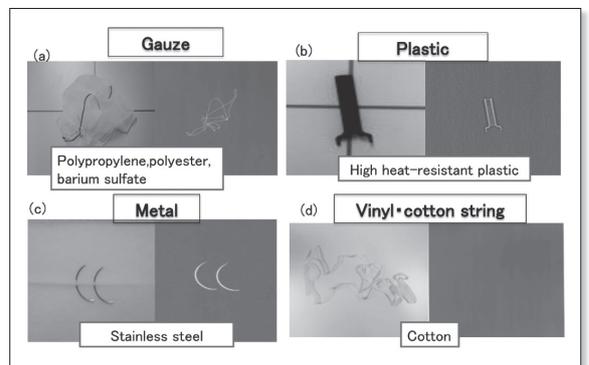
Database case for surgical items on radiographs
